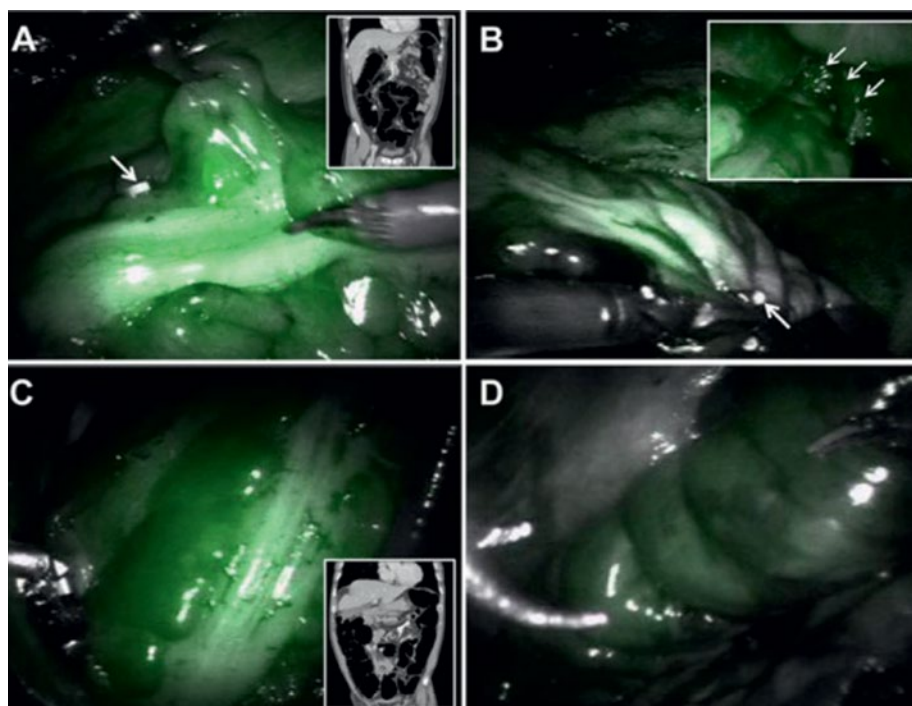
Флуоресцентные изображения ICG, показывающие состояние кровотока мобилизованной толстой и прямой кишки, прилегающей к месту анастомоза: (A) Место возможного повреждения краевого сосуда было отмечено зажимом (белая стрелка) у пациента с коротким мезоколоном (вставка), что свидетельствует о грамотной перфузии ICG; (B) Проксимальная точка резекции была отмечена зажимом (белая стрелка) у пациентов с врожденным дефицитом краевой артерии, одновременно показывая адекватную перфузию после анастомоза (белые стрелки на вставке); (C) Достаточная перфузия в нисходящей ободочной и сигмовидной кишке были идентифицированы в случае мальротации левой кишки (вставка); (D) Приемлемая перфузия была выявлена у пациента с тяжелым отеком кишечника из-за предоперационного облучения [35]
